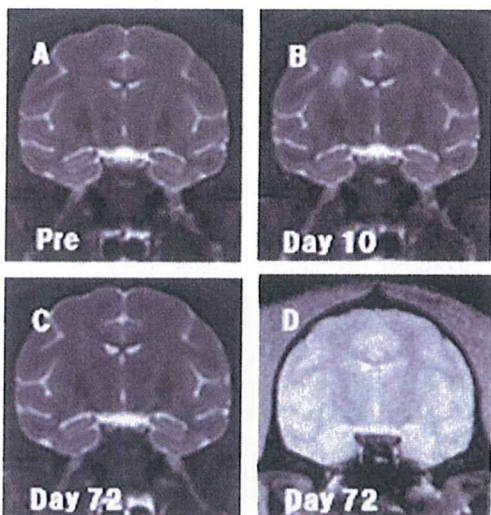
頭部MRI T2強調画像 (A-C)、ADC画像 (D)
